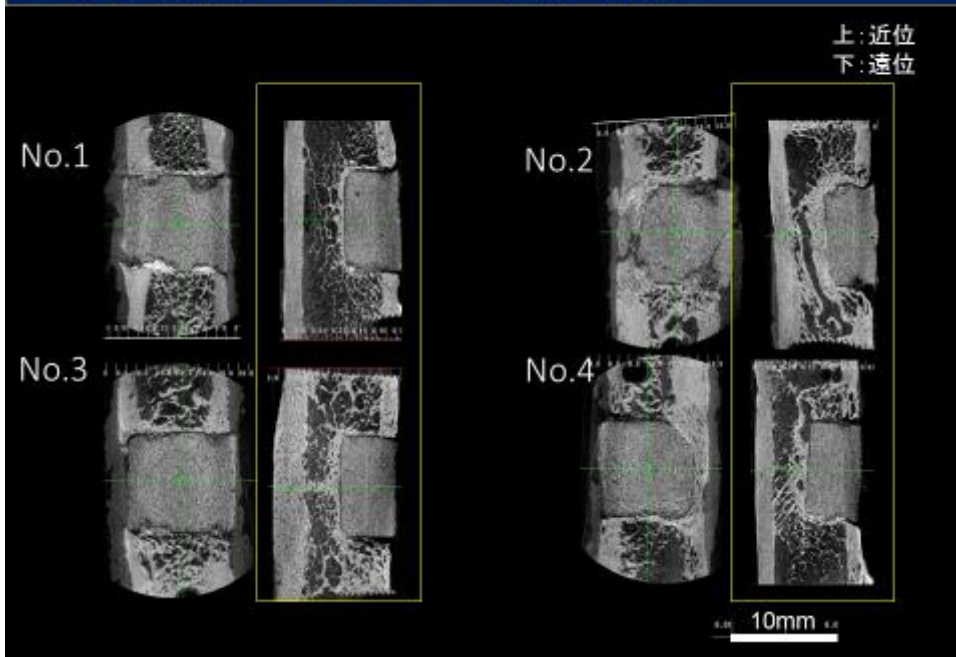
応力遮蔽群 術後 3 か月マイクロ CT 画像
